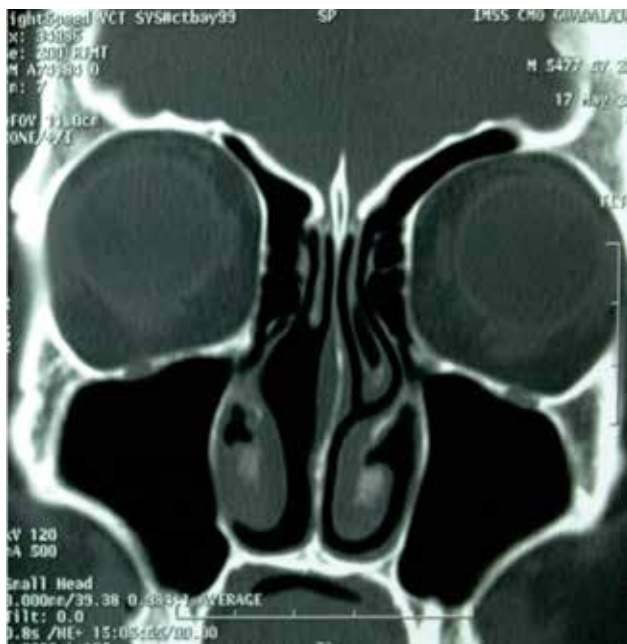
Tomografía computarizada de nariz y senos paranasales, corte coronal, a dos años del postquirúrgico.
